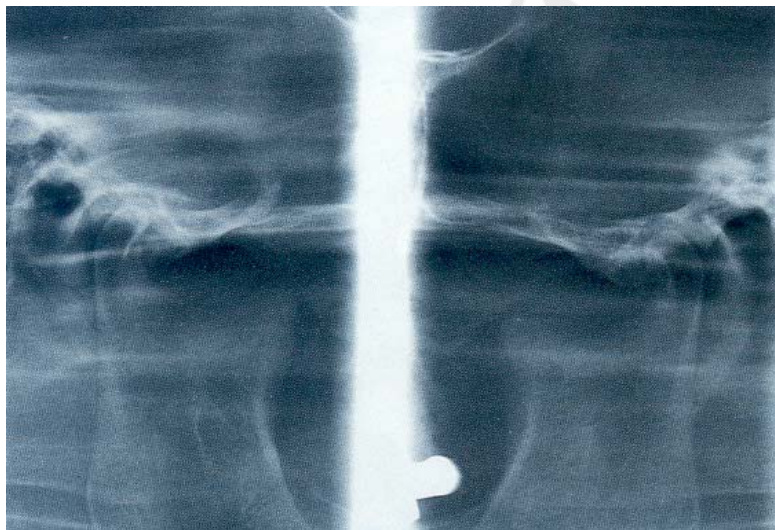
Томограмма височно-нижнечелюстного сустава
